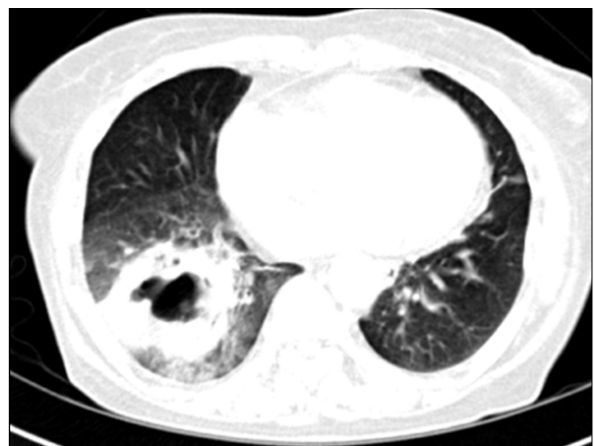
The initial chest CT reveals secondary abscess of lung due to liver cyst infection and diaphragm rupture.
